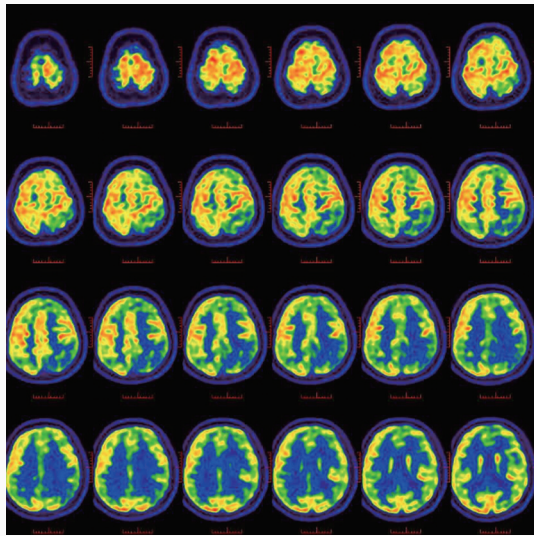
sCJD患者(例4)¹⁸F-FDG PET显示,左侧额叶、右侧颞叶内缘、双侧颞顶叶皮质代谢降低(蓝色区域所示)
